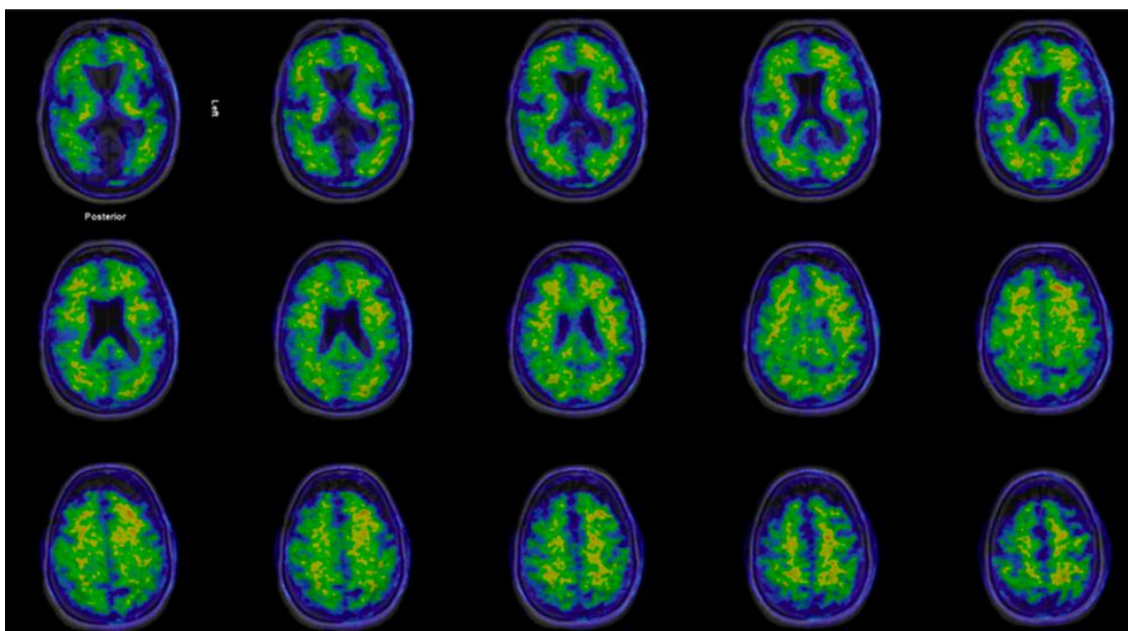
Imagens de PET ^{18}F -flutemetamol reconstruídas com imagem de RM, num indivíduo com provável DA. Pode-se observar uma captação aumentada no córtex frontal, cingulado posterior e córtex temporolateral sem afetação do lobo occipital. Obtido de 70
